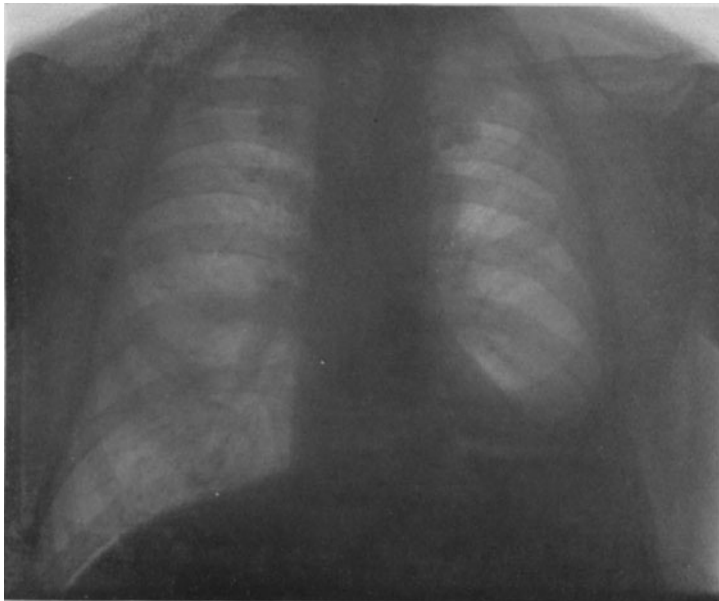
b. Bild des gleichen Kranken nach intensiver Röntgentiefentherapie.
